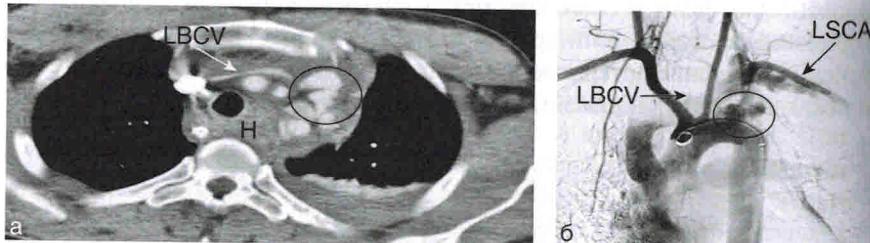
Травматическая псевдоаневризма подключичной артерии с формированием артериовенозной фистулы. Компьютерная томография демонстрирует большую гематому средостения с большой экстравазацией в левой подключичной артерии с образованием псевдоаневризмы (круг) и артериовенозной фистулы (стрелка) [а]. Аортография демонстрирует большую псевдоаневризму (круг) непосредственно дистальнее начала левой подключичной артерии (короткая стрелка) и артериовенозную фистулу между левой подключичной артерией и веной (длинная стрелка) с ранним заполнение верхней полой вены [б]. LBCV — левая брахиоцефальная вена, LSCA — левая подключичная артерия, Н — гематома
